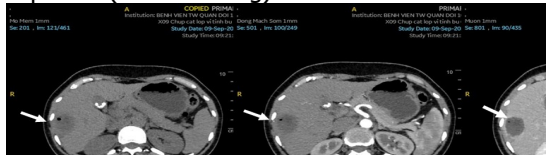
Hình ảnh CT Scan ổ bụng có cản quang: u gan kích thước 43x45mm ở phân thùy VI gan phải/ Xơ gan
